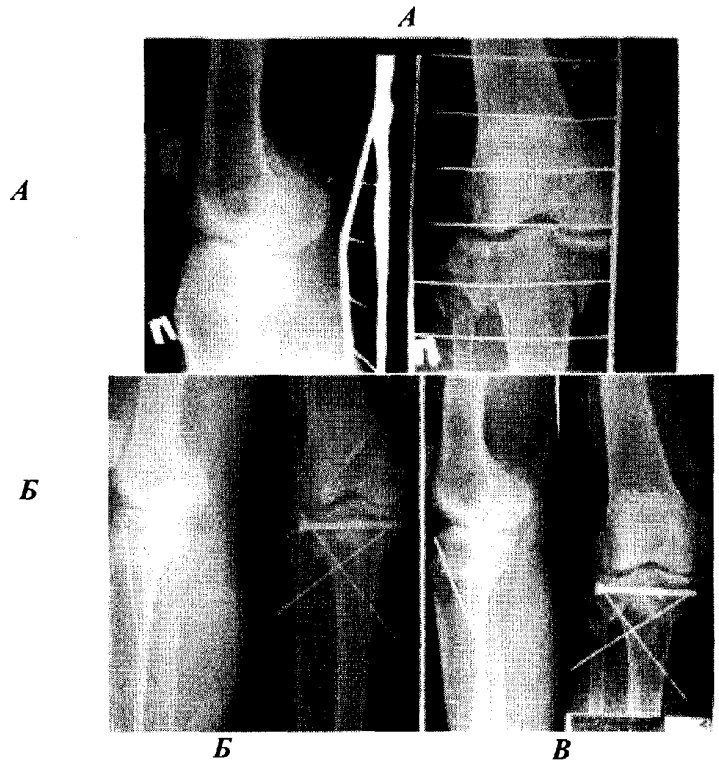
Рентгенограми хворої Н.: А – при поступленні; Б – після остеосинтезу канюльованим гвинтом та спицями Кіршнера; В – через 2 місяці після операції.
